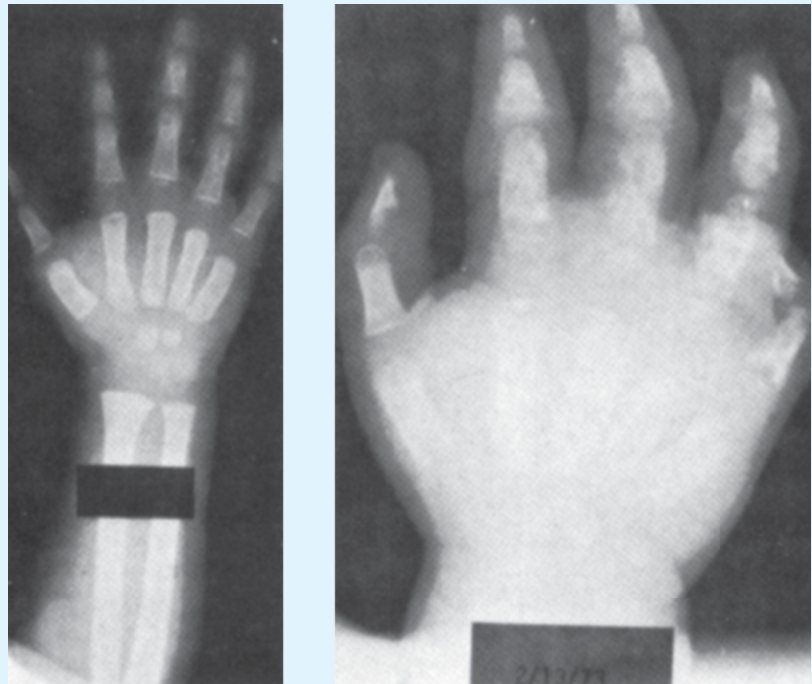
Figura C-37 ■ Dactilitis aguda en un niño con anemia falciforme. Radiografías de la mano del niño durante (*izquierda*) y 2 semanas después (*derecha*) de una crisis de dactilitis. Nótese el desarrollo de lesiones óseas destructivas. (De Nathan DG, Oski FA: Hematology of Infancy and Childhood. Filadelfia, WB Saunders Company, 1981.)
